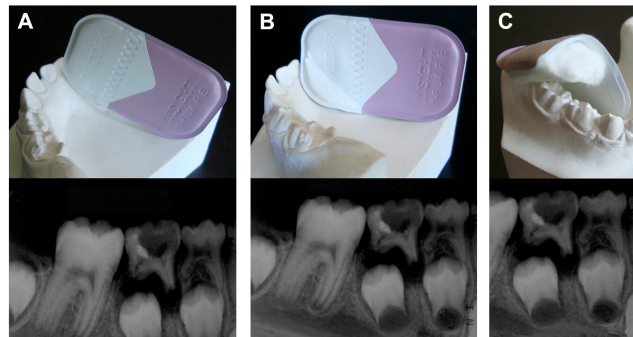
Modificações no filme radiográfico periapical para evitar cortes na imagem radiográfica (A). Realização de dobra na borda anterior do filme (B) ou colocação do filme em posição vertical com rolete de algodão estabilizado com fita adesiva (C) para correto posicionamento do filme e visualização completa da raiz do dente decíduo e do germe do dente permanente.
